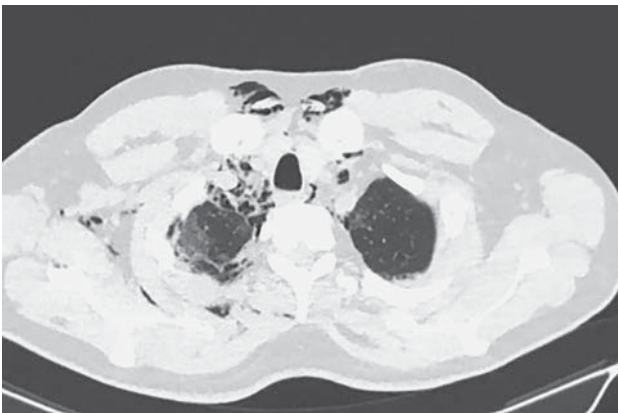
Пациент 2. Компьютерные томограммы органов грудной клетки. Распространение пневмомедиастинума на средостение, умеренная эмфизема мягких тканей грудной стенки справа (передний, боковой и задний отделы).
